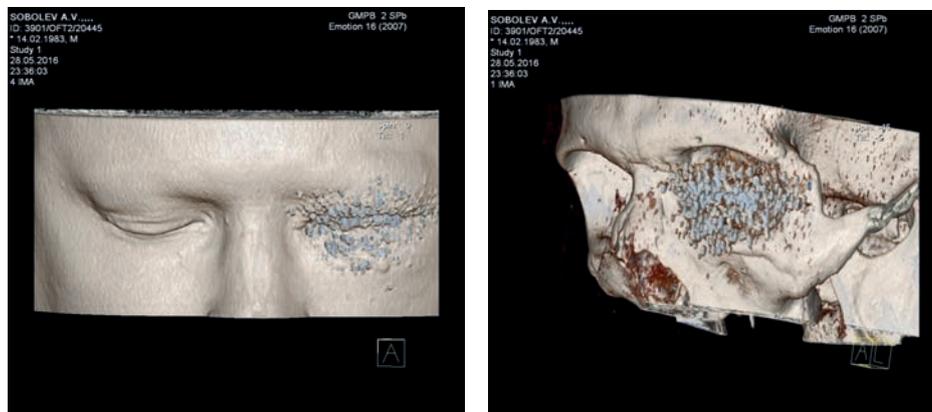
3-D реконструкция мультиспиральной компьютерной томограммы орбит с визуализацией множественных металлических инородных тел век левого глаза
